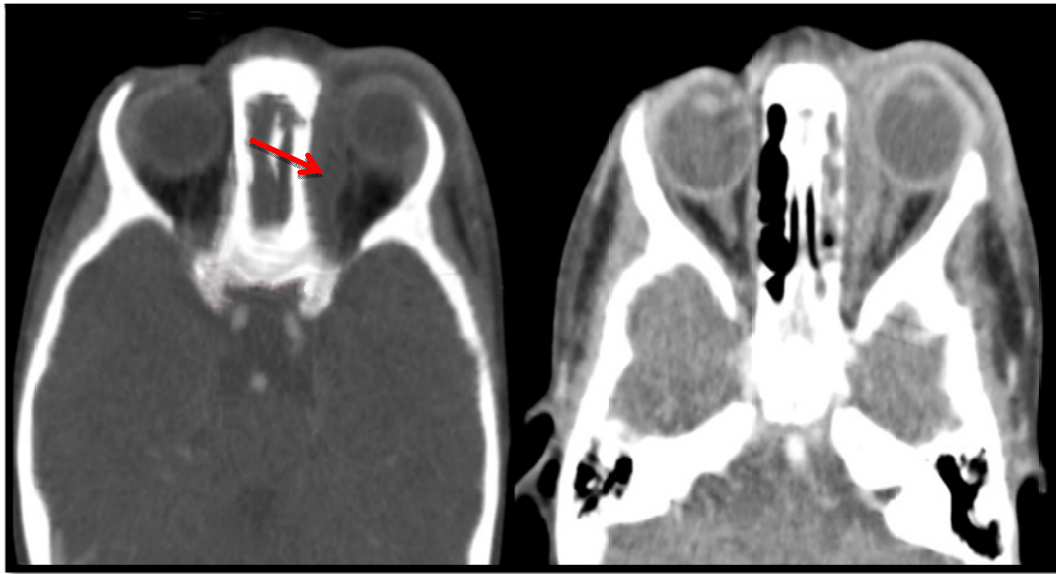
TDM orbitaire C+ en coupes axiales montrant une cellulite rétro septale gauche compliquée d'abcès sous-périosté (Chandler 3) avec exophtalmie grade I, d'origine sinusienne.
